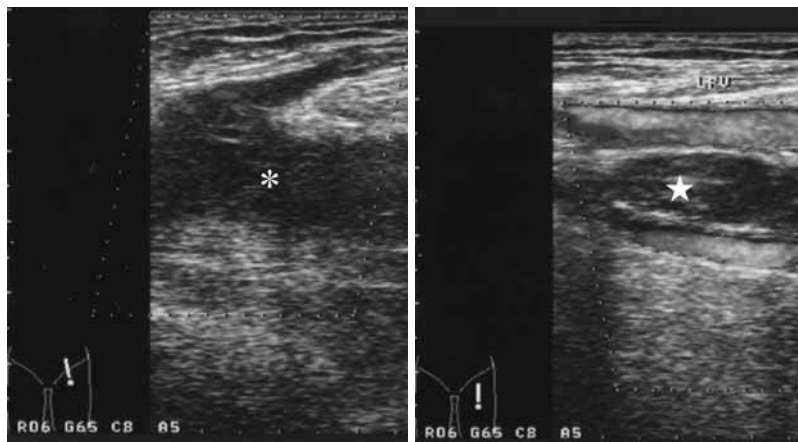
Doppler sonography didn't detect the flow signal in the left iliac vein (a, *) and the left femoral vein (b,).
